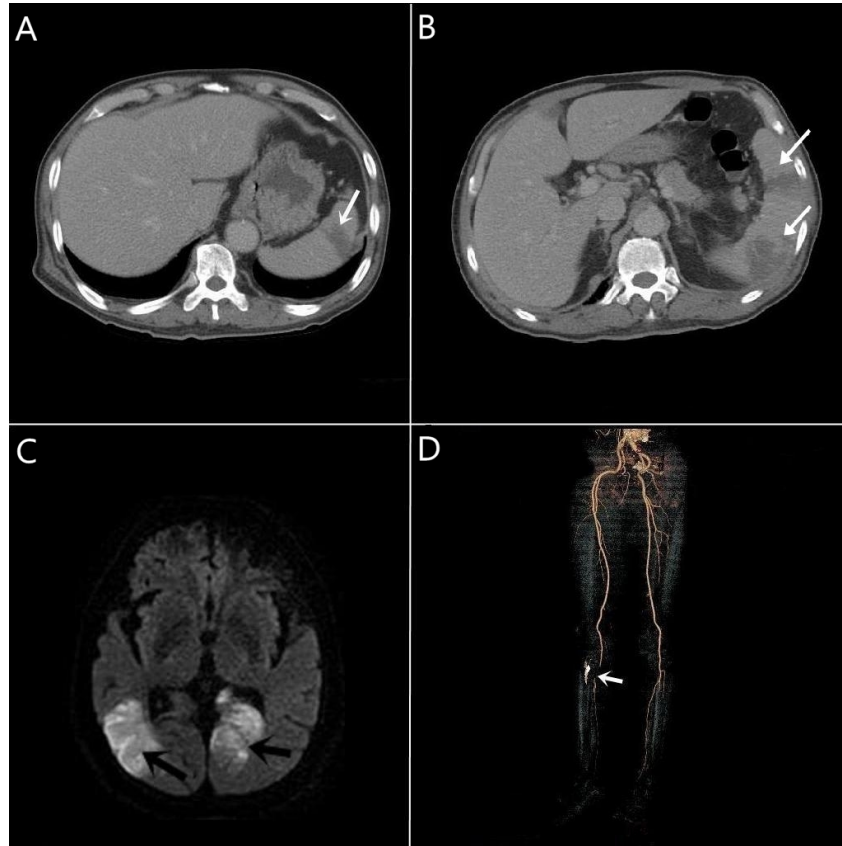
Septic emboli identified according to imaging modalities (arrow). (A) Contrast-enhanced abdominal CT shows wedge shaped low attenuated lesion at spleen. (B) Aggravated state of spleen after 8 weeks. (C) Brain MRI shows acute ischemic infarct in both occipital lobe. (D) CT angiography of femoral artery shows focal segmental occlusion at distal portion of right popliteal artery.
